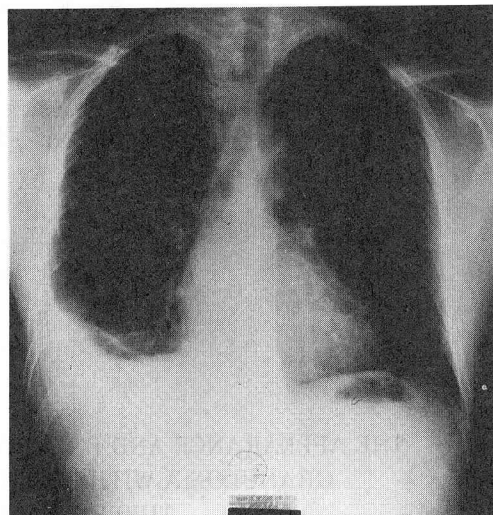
入院時胸部X線写真。右側胸水および右上肺野に結節陰影が認められる。
